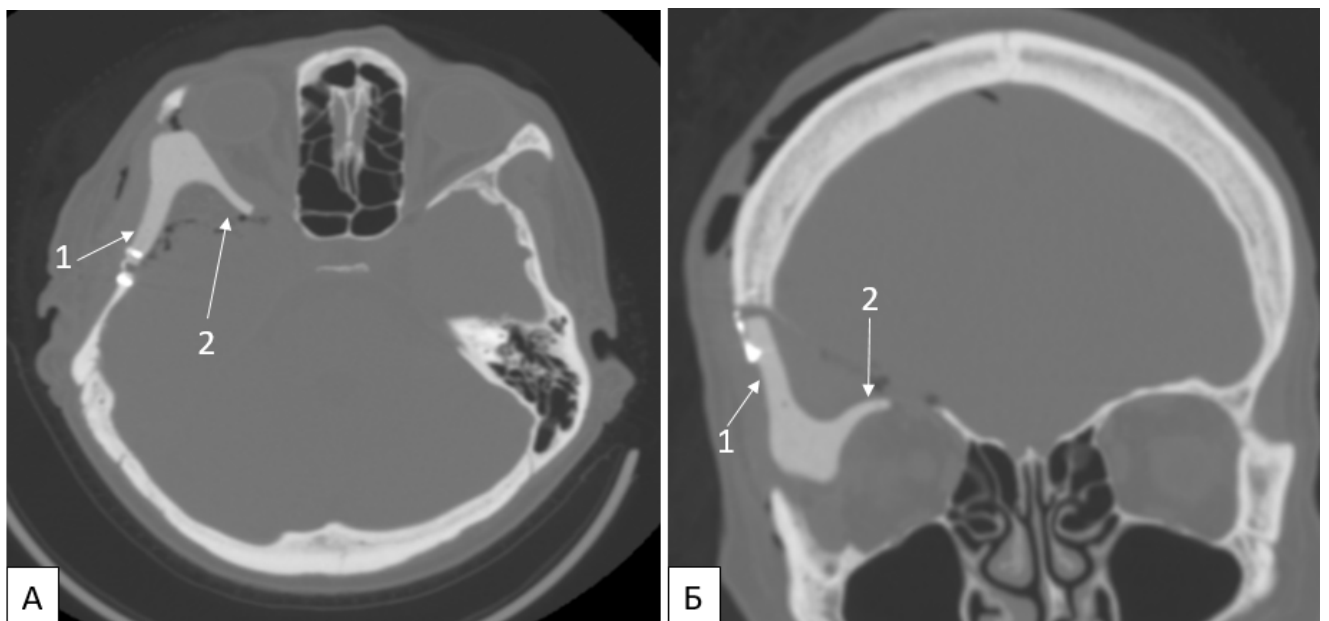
СКТ головы на 1-е сутки после операции
